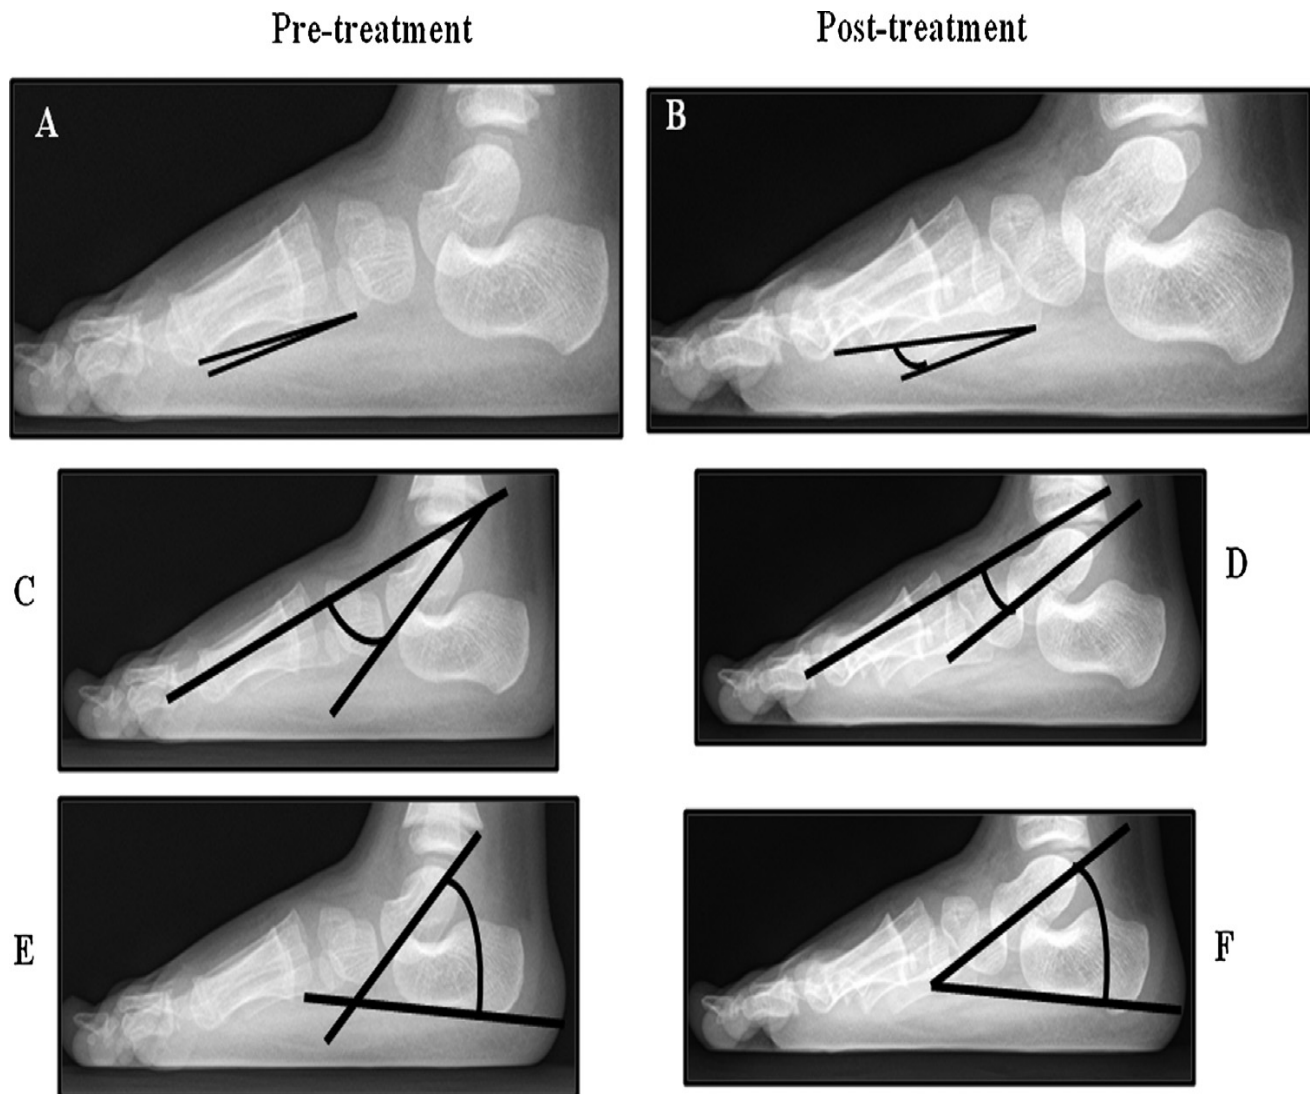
Radiographies du médio-pied montrant le changement des angles : Metatarsal stacking angle (A et B), talo-1^{er} métatarsien latéral (C et D), et talocalcanéen (E et F) avant et après le traitement.
